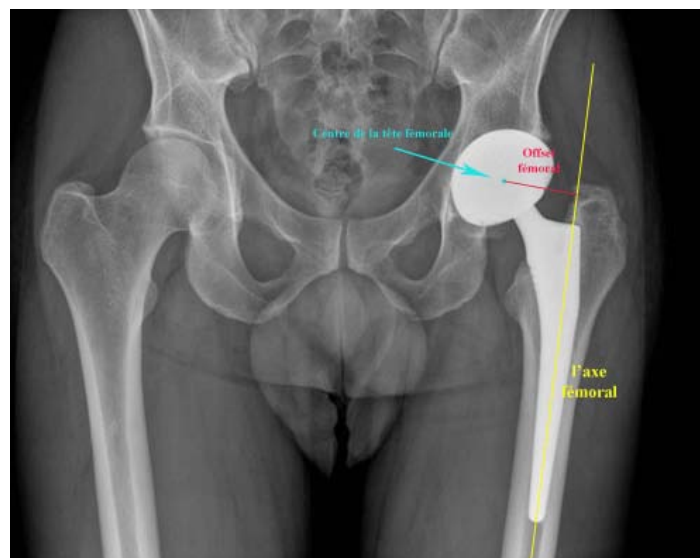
Radiographie postopératoire: l'offset fémoral [28]
